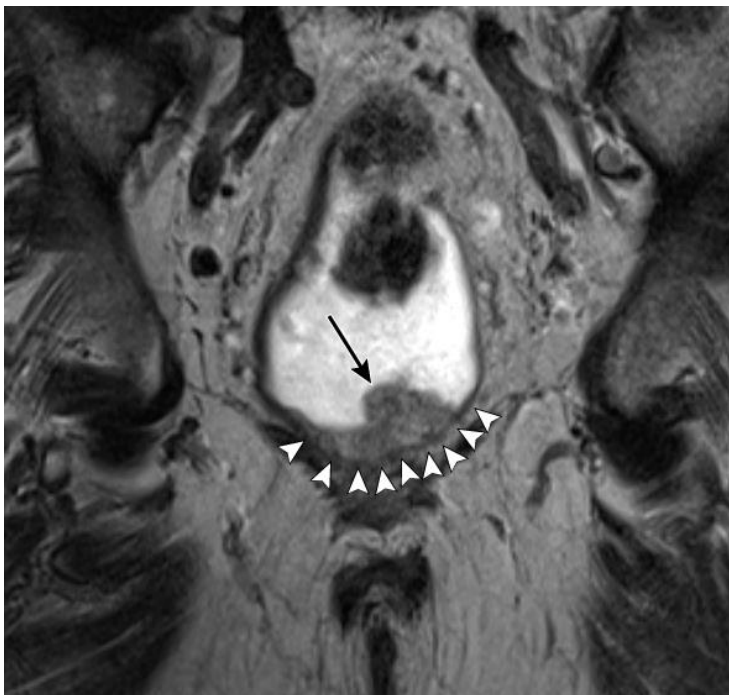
Imagen coronal de RMN potenciada en T2 de un cáncer T2 en el recto inferior (flecha). La muscular propia se observa como una fina línea oscura(puntas de flecha). Bleday R, Up to Date, 2021
